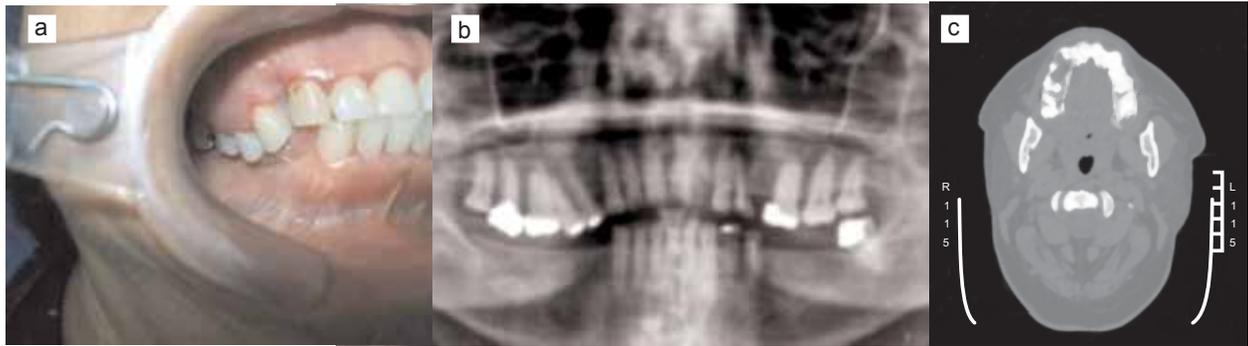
a) Imagen intraoral. b) Ortopantomografía. c) Tomografía computarizada corte axial
